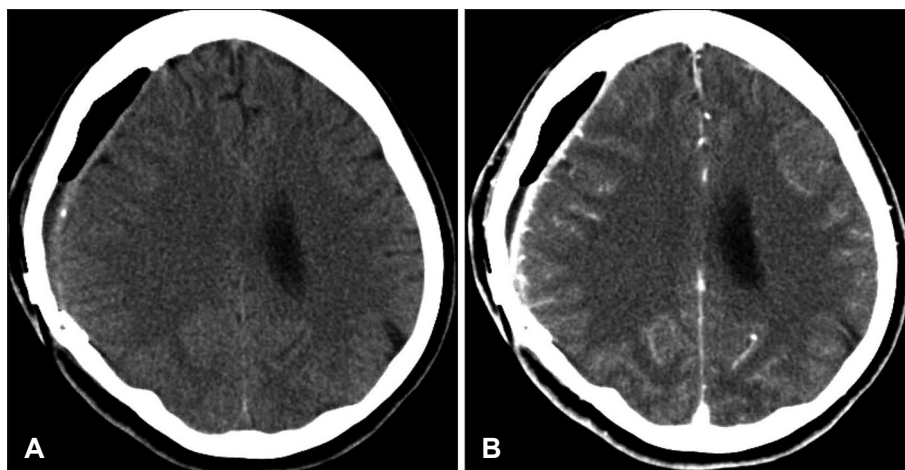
A case with postoperative infection. Epidural intra-cranial abscess after cranioplasty using cryopreserved bone flap. Brain CT was done 11 days after cranioplasty due to high fever and wound discharge. Non-contrast-enhanced CT (A) shows postoperative fluid collection at Right frontotemporal convexity. Contrast-enhanced CT (B) shows pachymeningeal thickening and enhancement at cranioplasty site. The patient was treated by antibiotic therapy for 6 weeks and recovered without reoperation.
